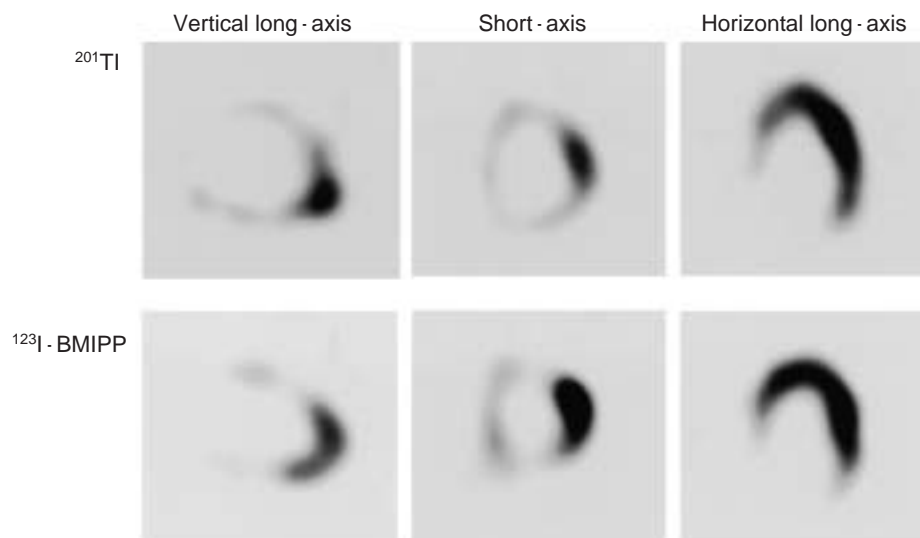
Thallium-201 and iodine-123-beta-methyl-*p*-iodophenyl-pentadecanoic acid myocardial single photon emission computed tomography images
